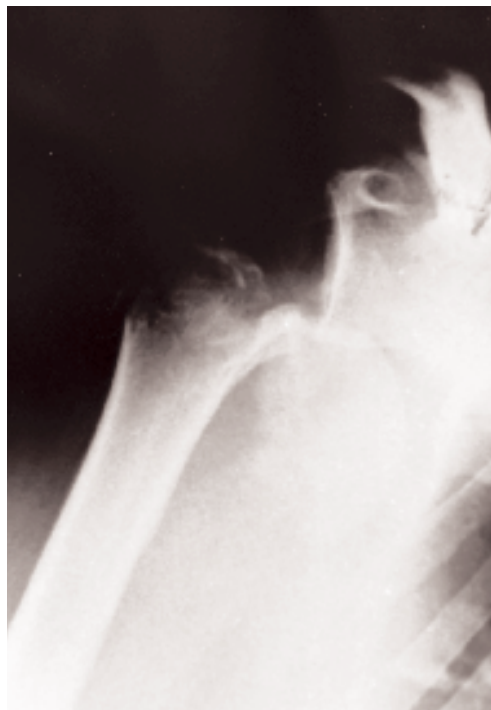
Radiografía antero-posterior de hombro derecho que revela una fractura del cuello humeral asociada a una luxación anterior de la cabeza humeral.
